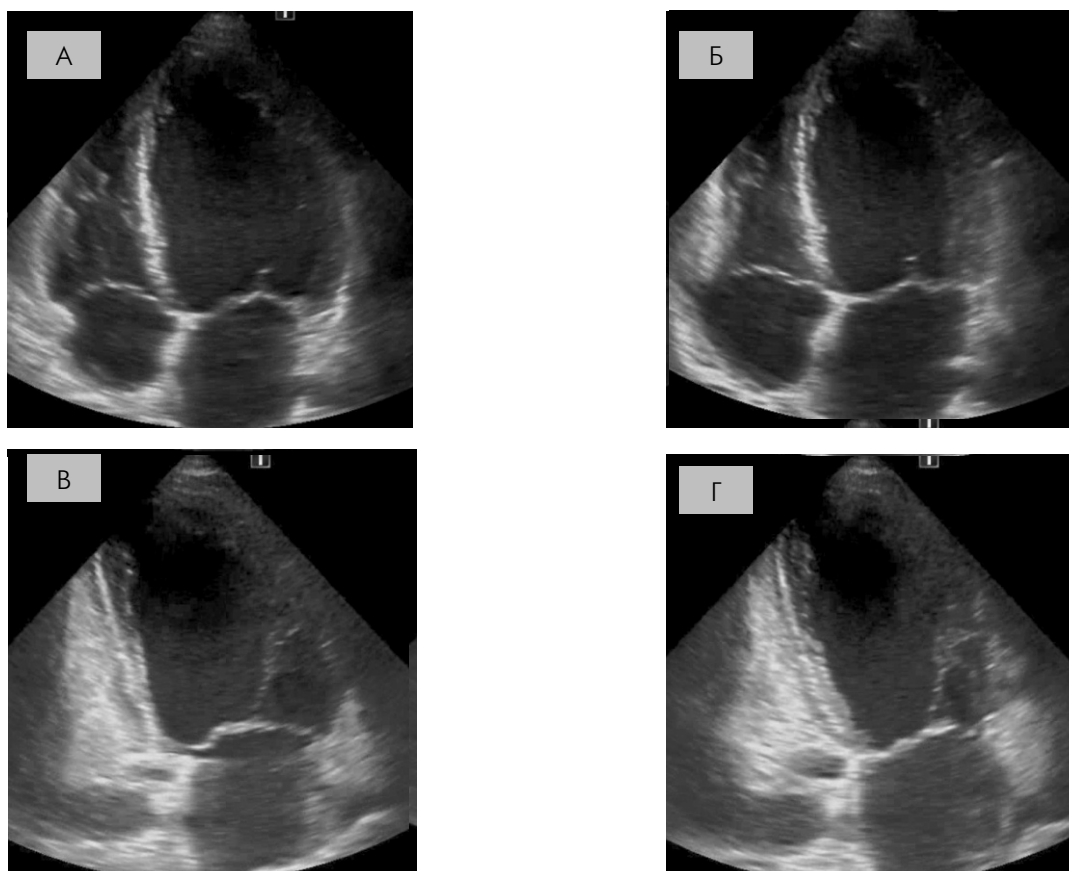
Эхокардиограмма пациента при поступлении: А – апикальная четырехкамерная позиция в диастолу; Б – апикальная четырехкамерная позиция в систолу; В – апикальная двухкамерная позиция в диастолу; Г – апикальная двухкамерная позиция в систолу.
